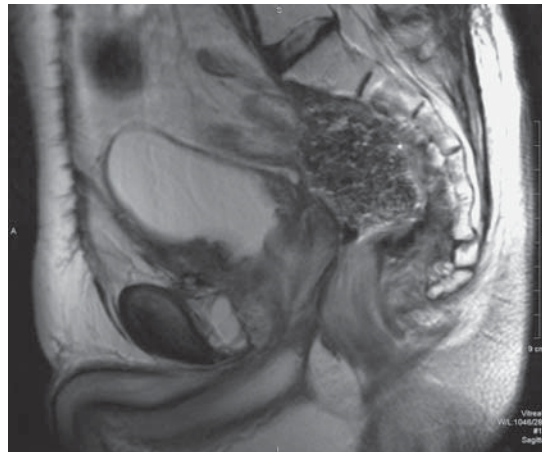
МСКТ-изображение рака прямой кишки. Пресакральный рецидив с фиксацией к петлям тонкой кишки, абсцесс по правой стенке таза с тонкокишечным свищом.
